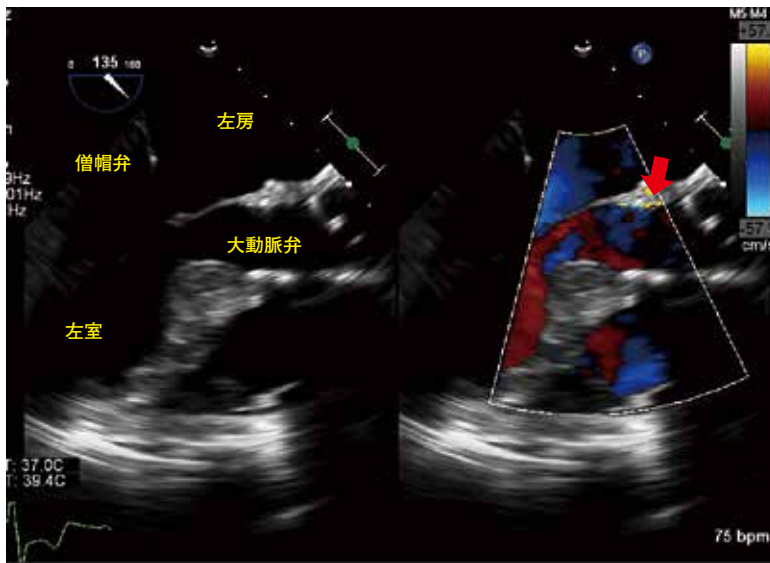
TAVI中 (弁留置直後) の経食道心エコー図 (大動脈弁の長軸像). 左房側に軽度の弁周囲逆流が認められる (赤矢印).
